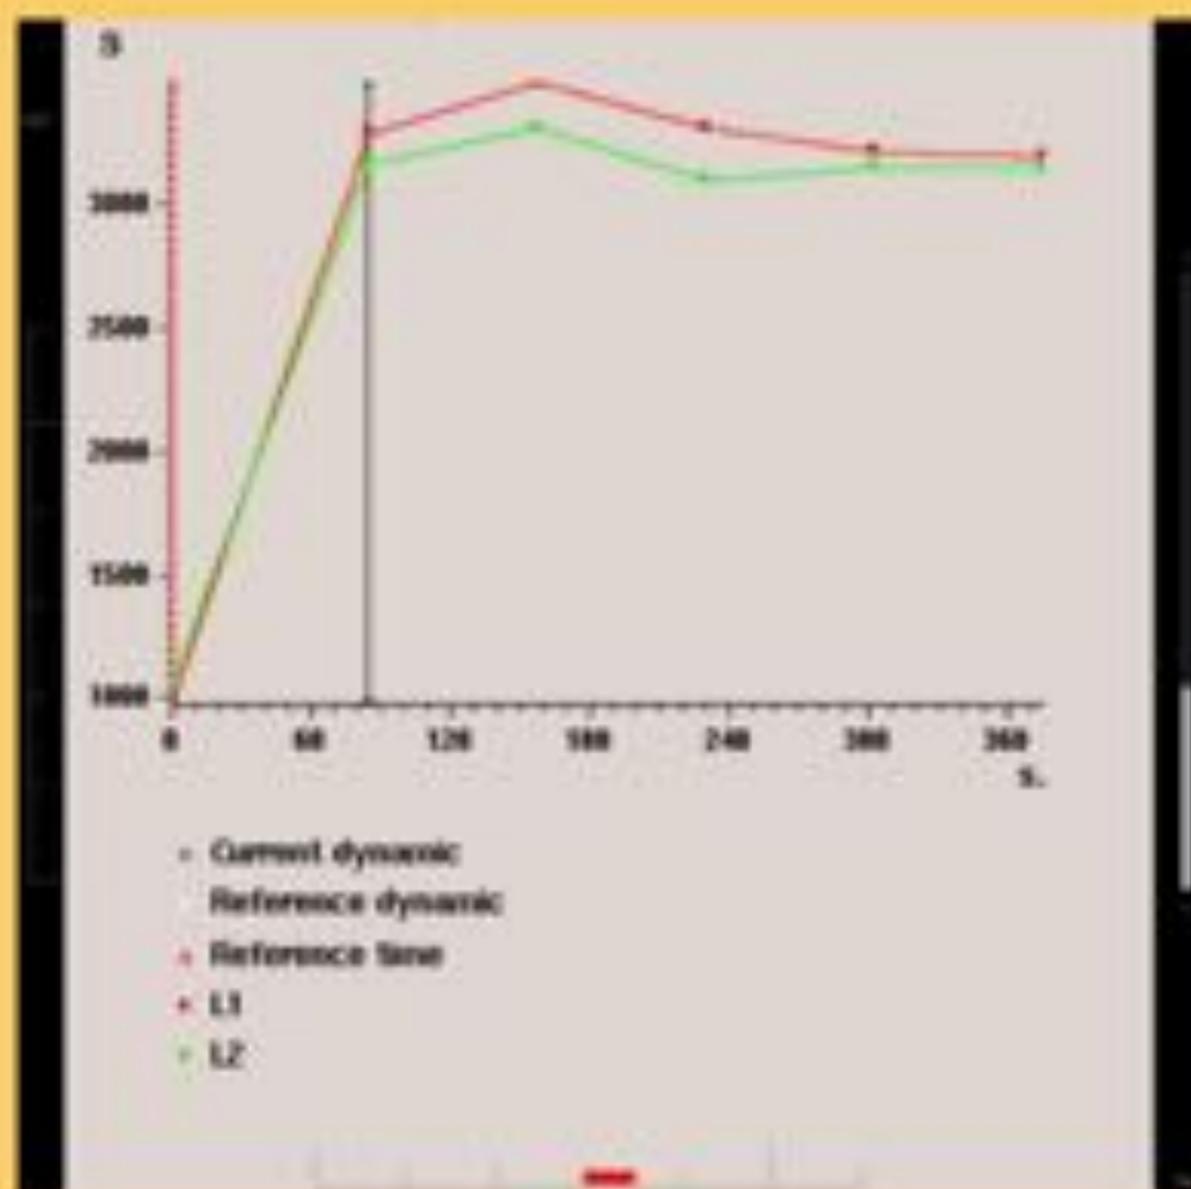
Fig 13. Curva de captación en meseta (tipo II). Fig.14 (DWI), Fig.15 (mapa ADC). Se apreciaban signos de restricción de la difusión.
